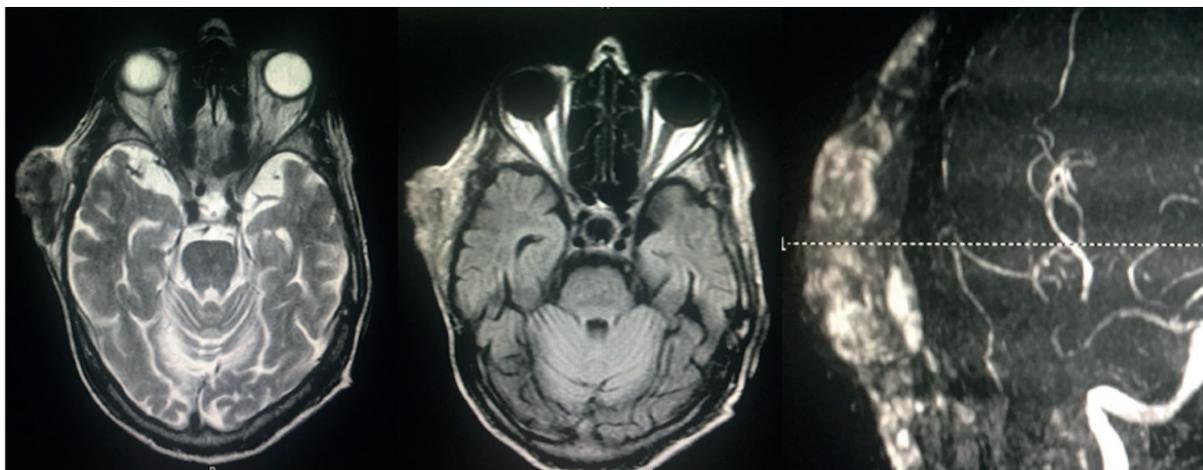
On the left T2 weighted MRI image with predominant hiposinal in the lesion. On the right, T1 weighted MRI image with predominant hypersinal. This presentation suggests previous bleeding. On the right side TOF imaging shows an avascular lesion.
